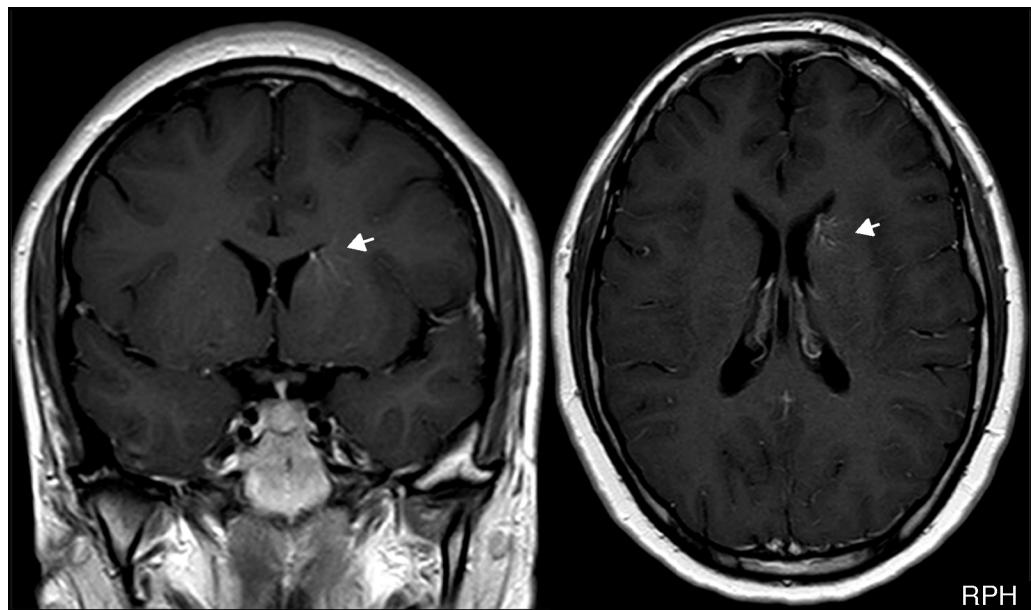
RM cerebral con cortes coronal y axial T1. Gadolinio que muestra (flechas) un angioma venoso, con venas medulares dilatadas en ubicación periventricular frontal derecha, que drenan a una vena colectora subependimaria.
